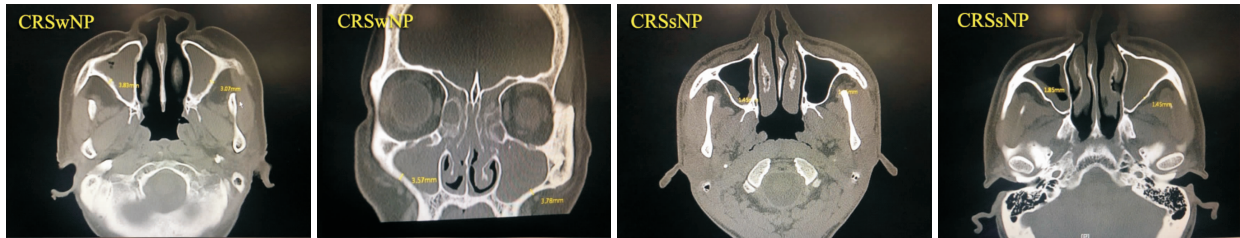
CRSwNP 和 CRSsNP 患者 CT 影像
